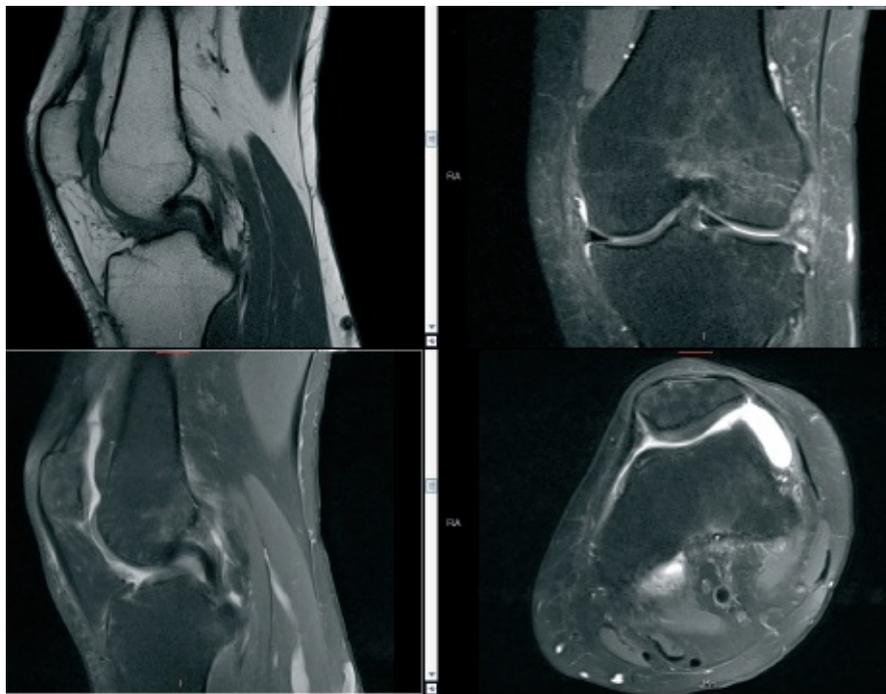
Image MR : IRM de membre genou
